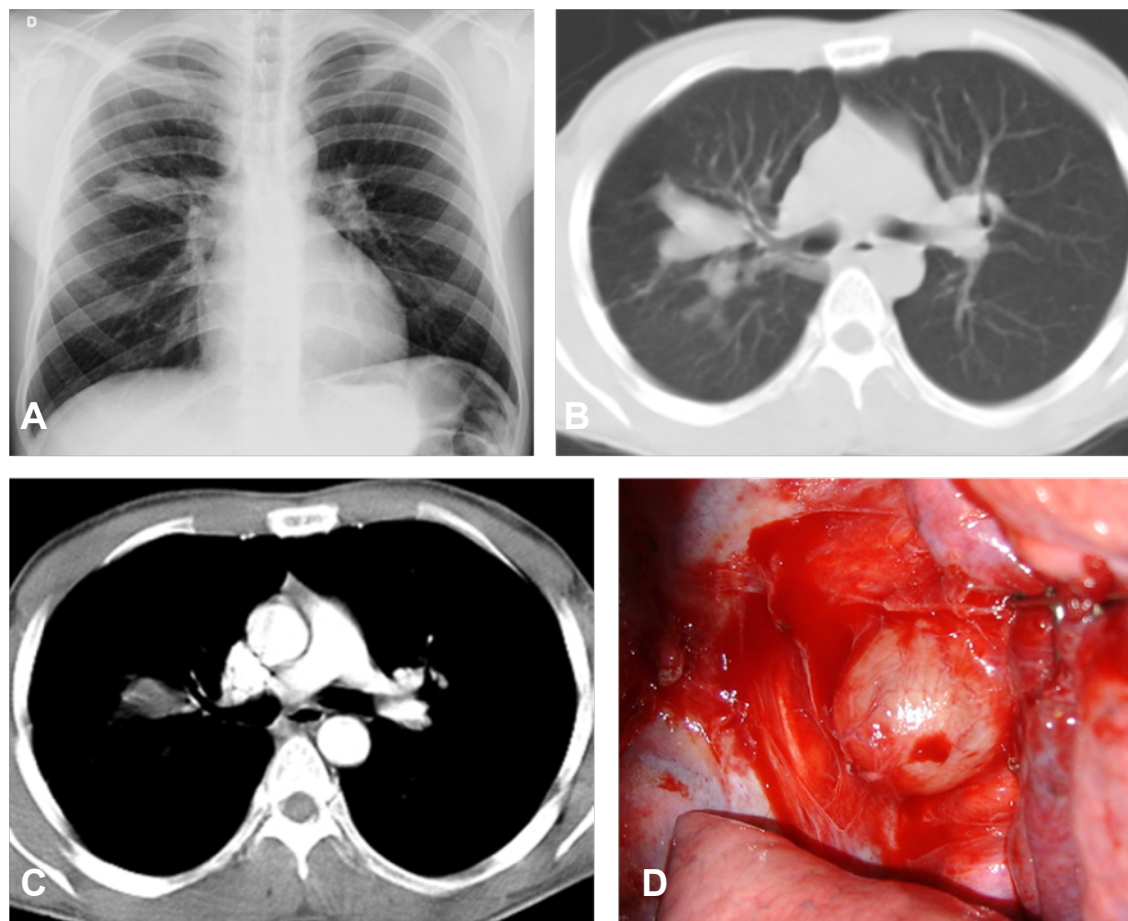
Adulto com queixa de dor torácica e imagem cística interfissural na radiografia (A) e na tomografia de tórax (B e C). No intra operatório, notamos um cisto broncogênico que encontrava-se no mediastino posterior e dobrava-se sobre o bronquio do lobo superior direito (D).
